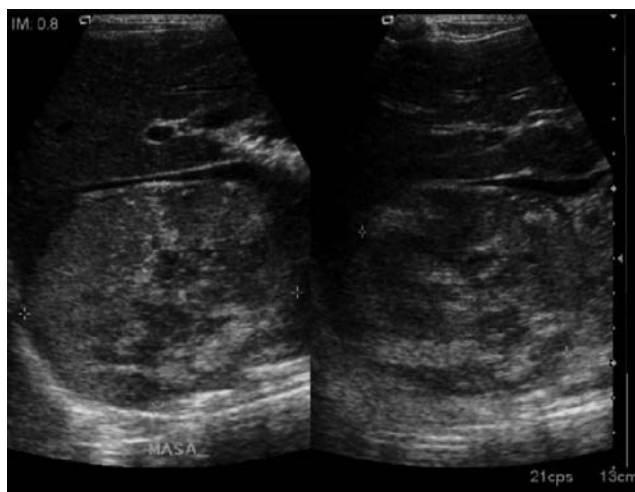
Ultrasonido de abdomen: tumor intrarrenal, hipoecoico que distorsiona la anatomía renal normal.
